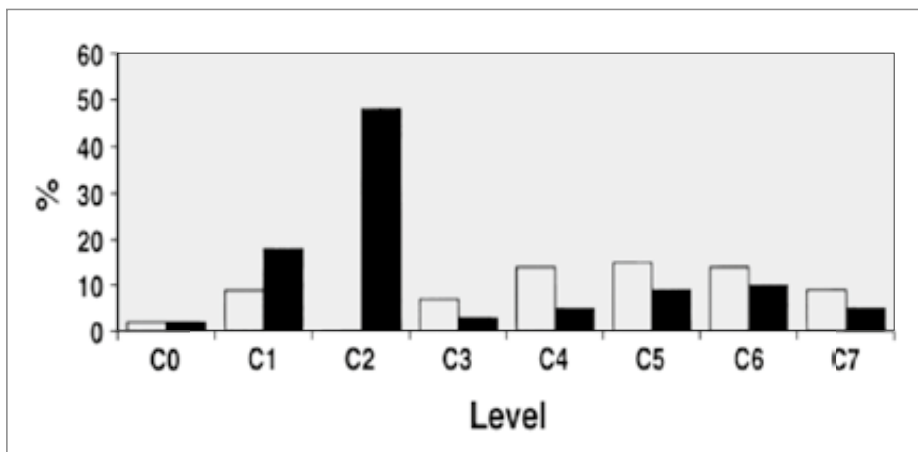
Verletzungslevel HWS; weiße Balken = Patienten 65–75 Jahre (n = 96 Verletzungen bei 59 Patienten), schwarze Balken = Patienten >75 Jahre (n = 129 Verletzungen bei 90 Patienten); aus: AJR Am J Roentgenol 2002 Mar
